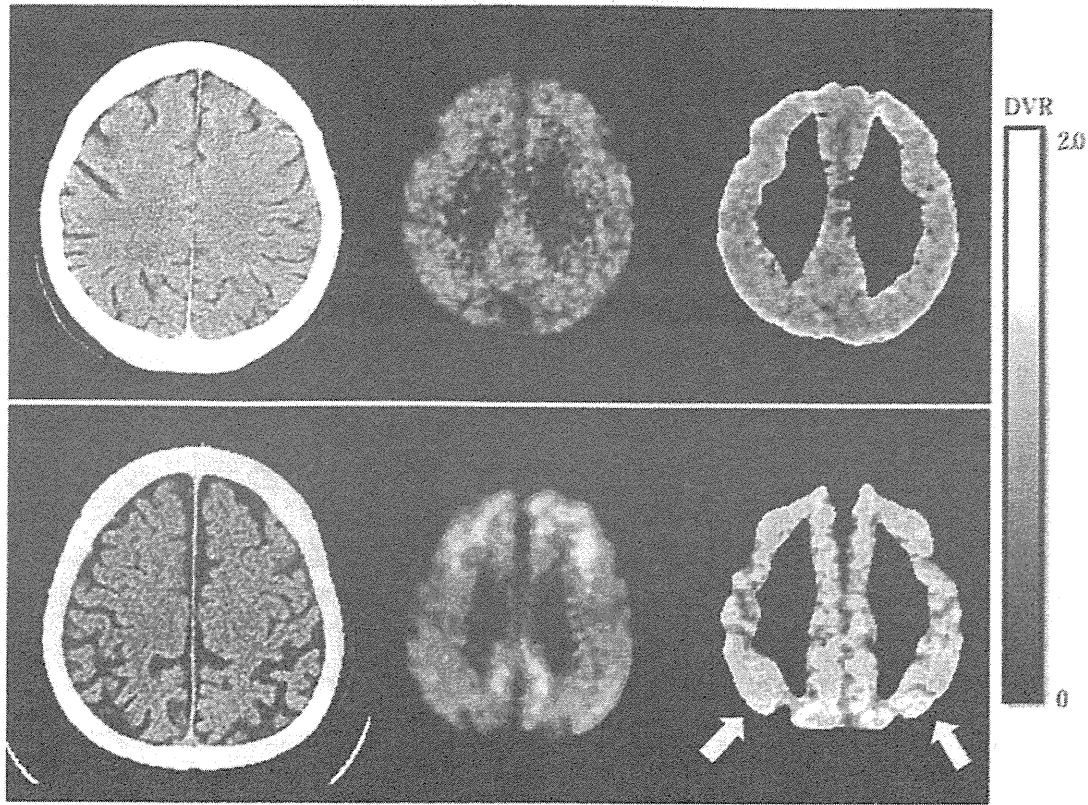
$^{11}\text{C}$ -PIB-PETの萎縮補正
